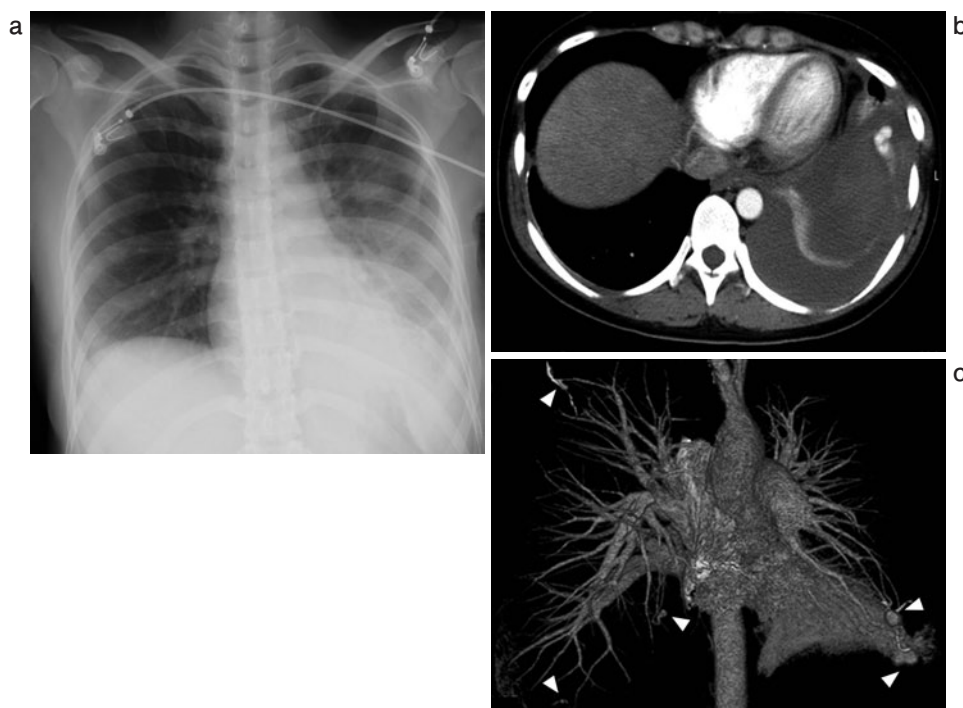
(a) 入院時胸部 X 線写真. 左胸水を認める. (b) 入院時胸部造影 CT 写真. 左胸水および胸膜直下腫瘍からの造影剤の流出を認める. (c) 入院時 3 次元 (3D) CT 画像. 両側肺野に pAVF とと思われる多発結節影を認める.
